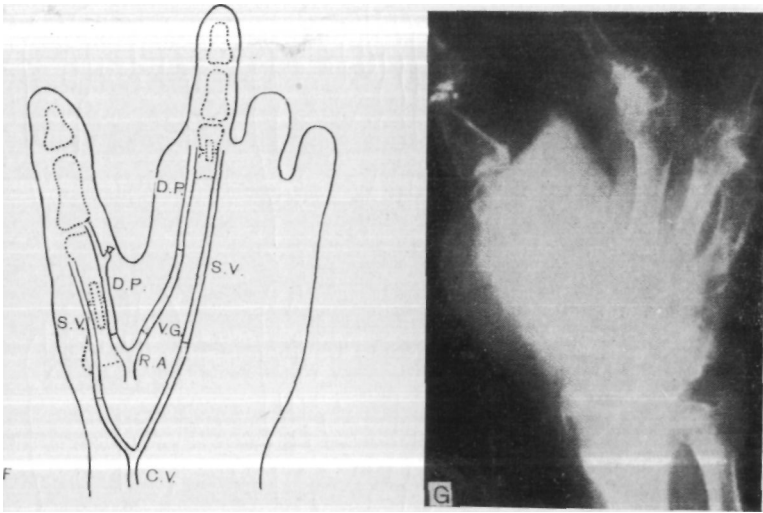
Сосудистые анастомозы: D. P. — тыльная артерия стопы, S. V. — большая подкожная вена, V. G. — венозный трансплантат, R. Л. — лучевая артерия, С. V. — головная вена. G. Рентгенограмма пересаженных пальцев через 4 мес. Видно удовлетворительное сращение костей.
